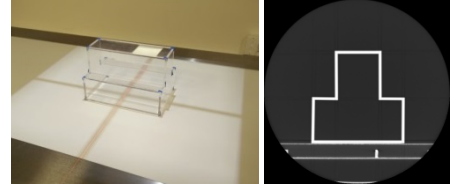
Maniquí geométrico en la posición de adquisición (izquierda) y corte axial del TAC (derecha).
